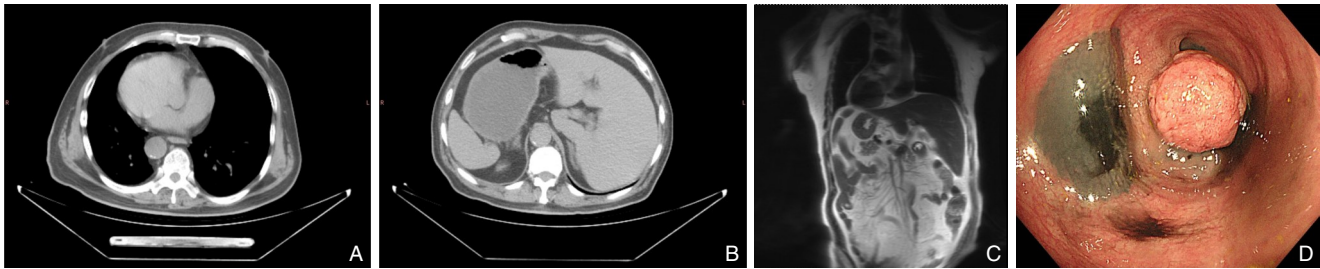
患者术前检查资料 A: CT 示患者为右位心脏; B: CT 示患者为左位肝脏; C: MRI 示患者胸腔及腹腔脏器完全反位; D: 肠镜下对肿物行纳米炭标记
